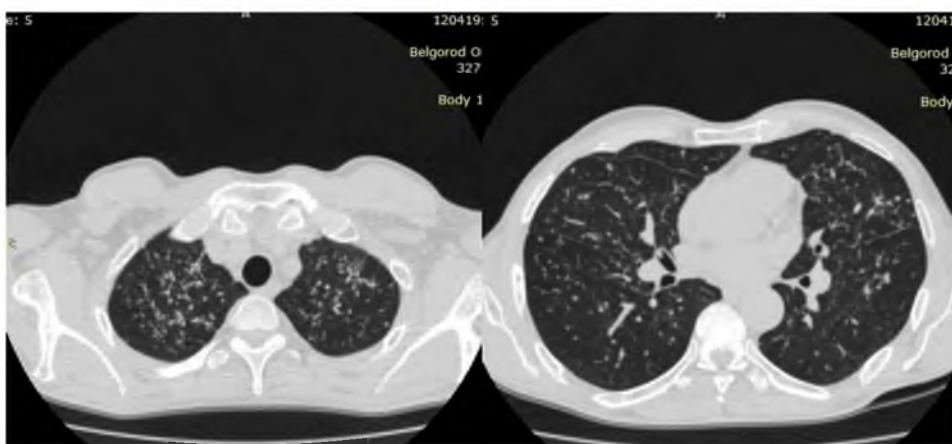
Компьютерная томография легких: уменьшение в обоих легких очагов, инфильтратов и зон "матового стекла", указанных ранее
